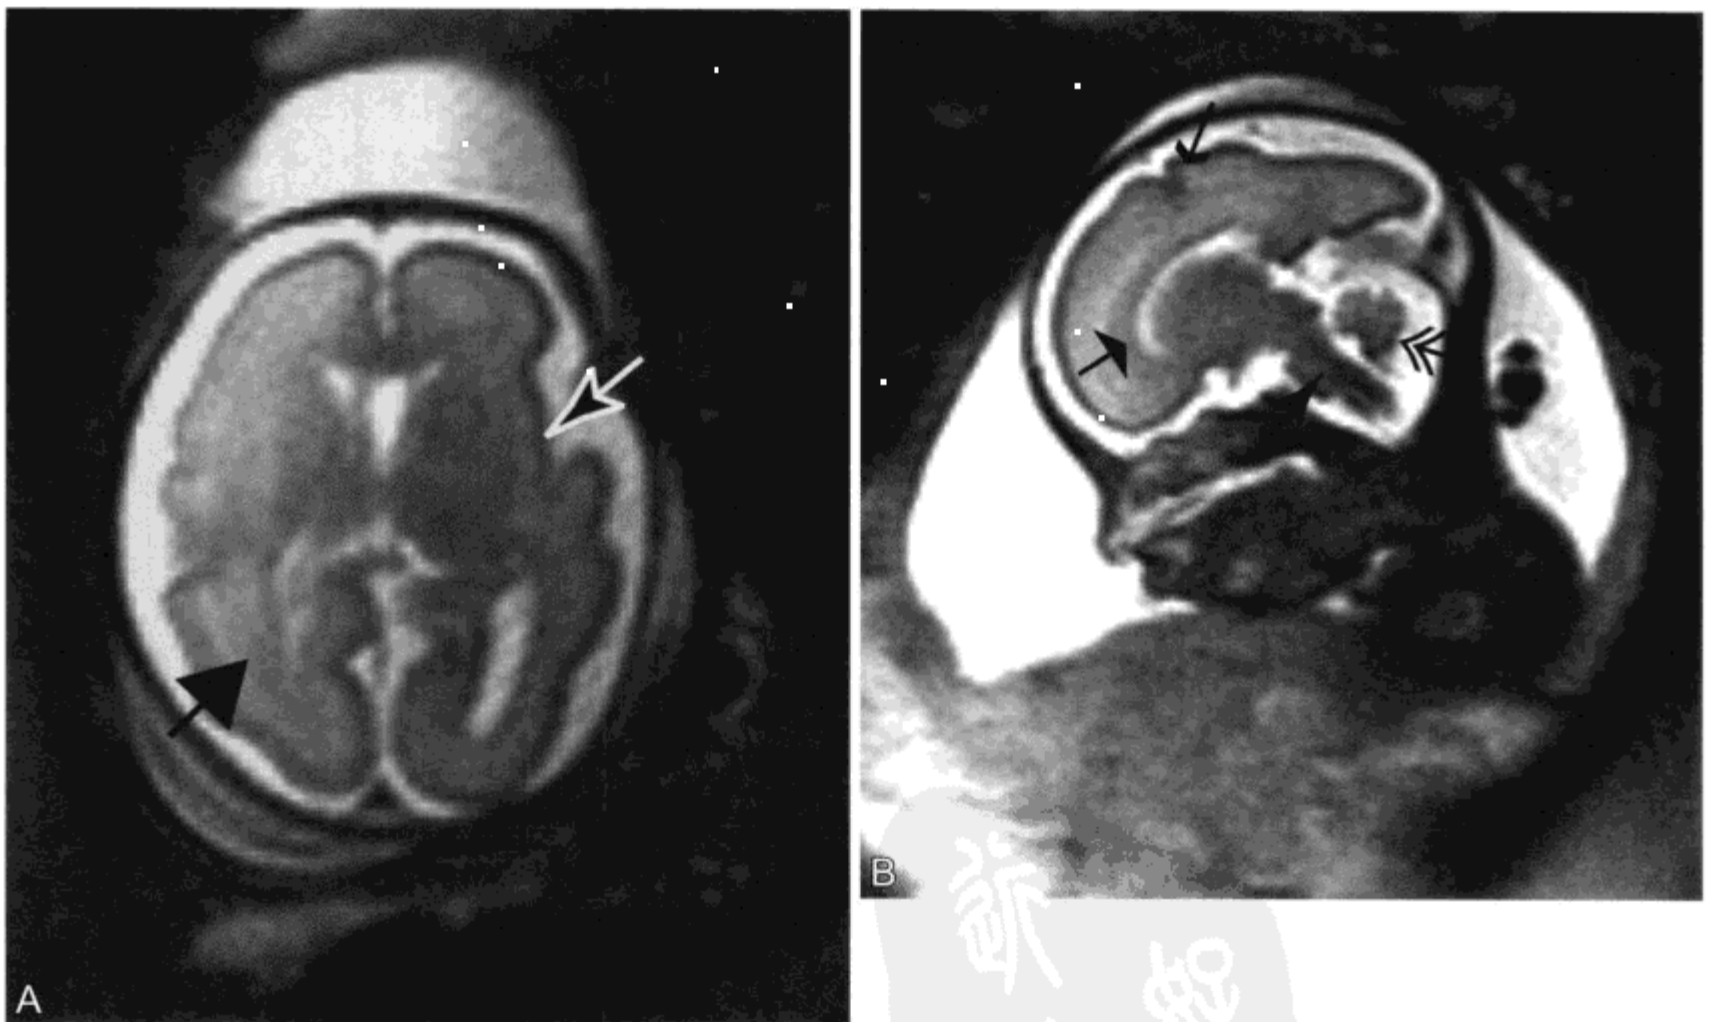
MRI 上显示正常 29 周胎儿脑部
